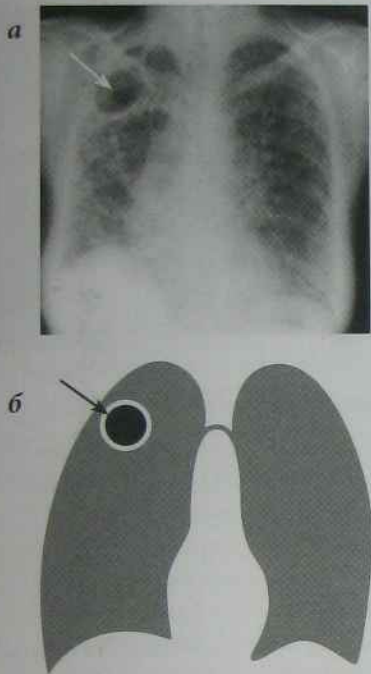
Рентгенограми ОГП в прямій проекції:
